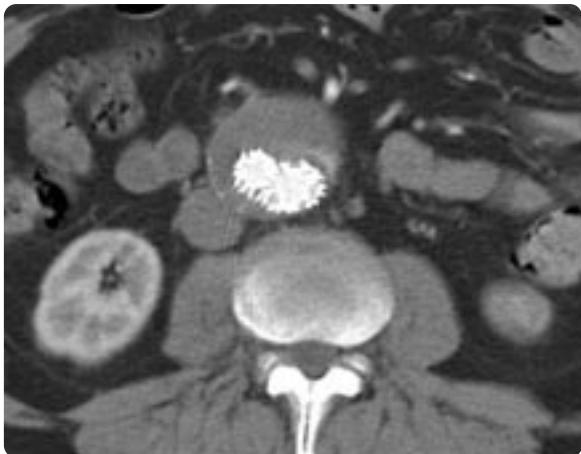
On follow-up CT scan, minimal enhancement is noted in the lumen outside the stent-graft but within aneurysm sac.
